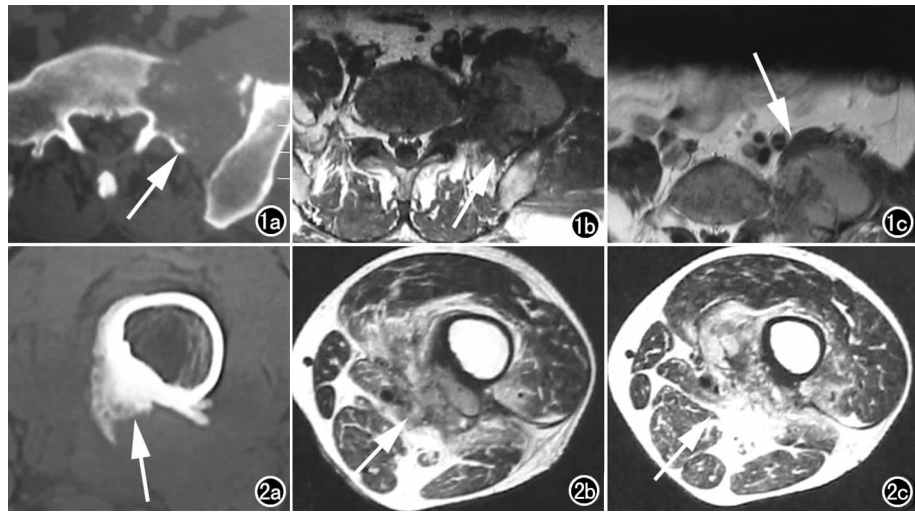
a) CT 示骶₁ 左侧溶骨性破坏, 轻微膨胀性改变, 巨大软组织肿块, 软组织肿块内仍有少许小斑片状骨性组织; b) MR T₁ WI 上呈等低信号; c) MR 增强示肿块呈轻度不均匀强化。图 2 a) CT 示股骨中下段内后侧不规则致密性瘤骨, 密度不均, 较大软组织肿块; b) T₁ WI 上近似肌肉组织信号, 肿块与周围组织分界不清, 肌肉间隙水肿, 肌间脂肪间隙不清; c) MR 示瘤骨在 T₂ WI 均呈低信号, 软组织肿块在 T₂ WI 呈高信号。
